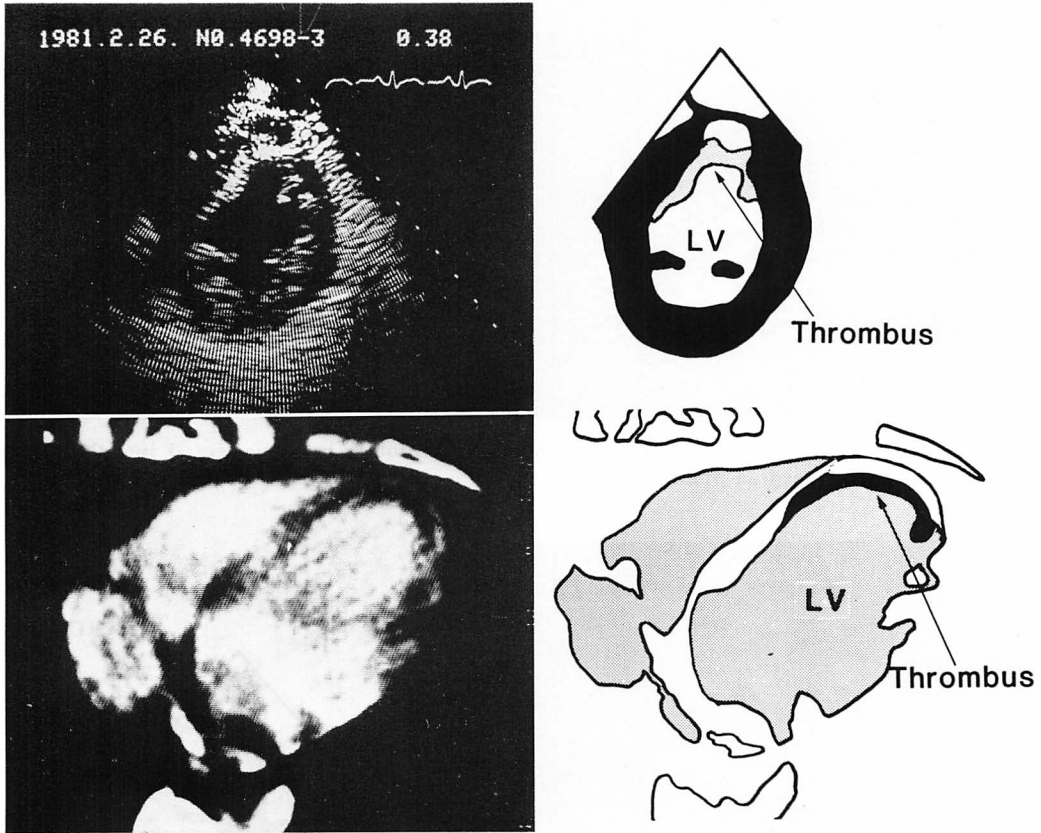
LV mural thrombus on CSE and CT scan.
